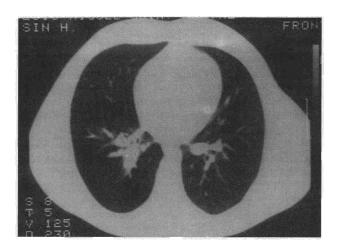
TAC torácica. Masa pulmonar izquierda paraaórtica extirpada mediante lobectomía inferior por cirugía vídeoasistida.
